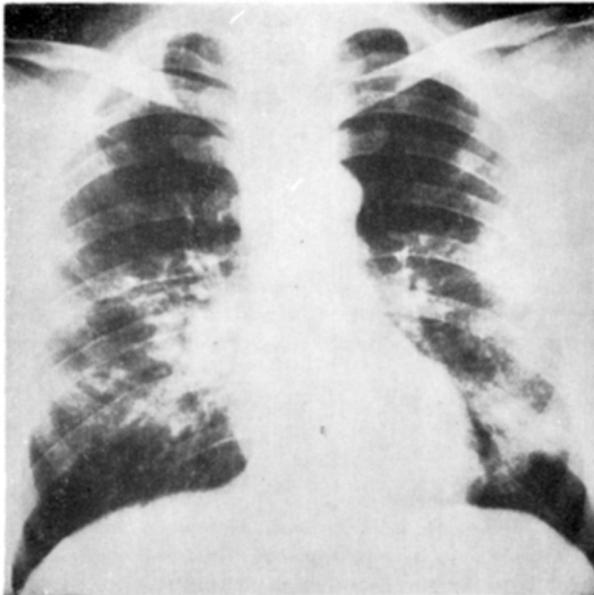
Caso CP. Telerradiografia do tórax em PA evidenciando condensações não homogêneas predominando no terço médio dos pulmões, com formações nodulares de perimeio.
